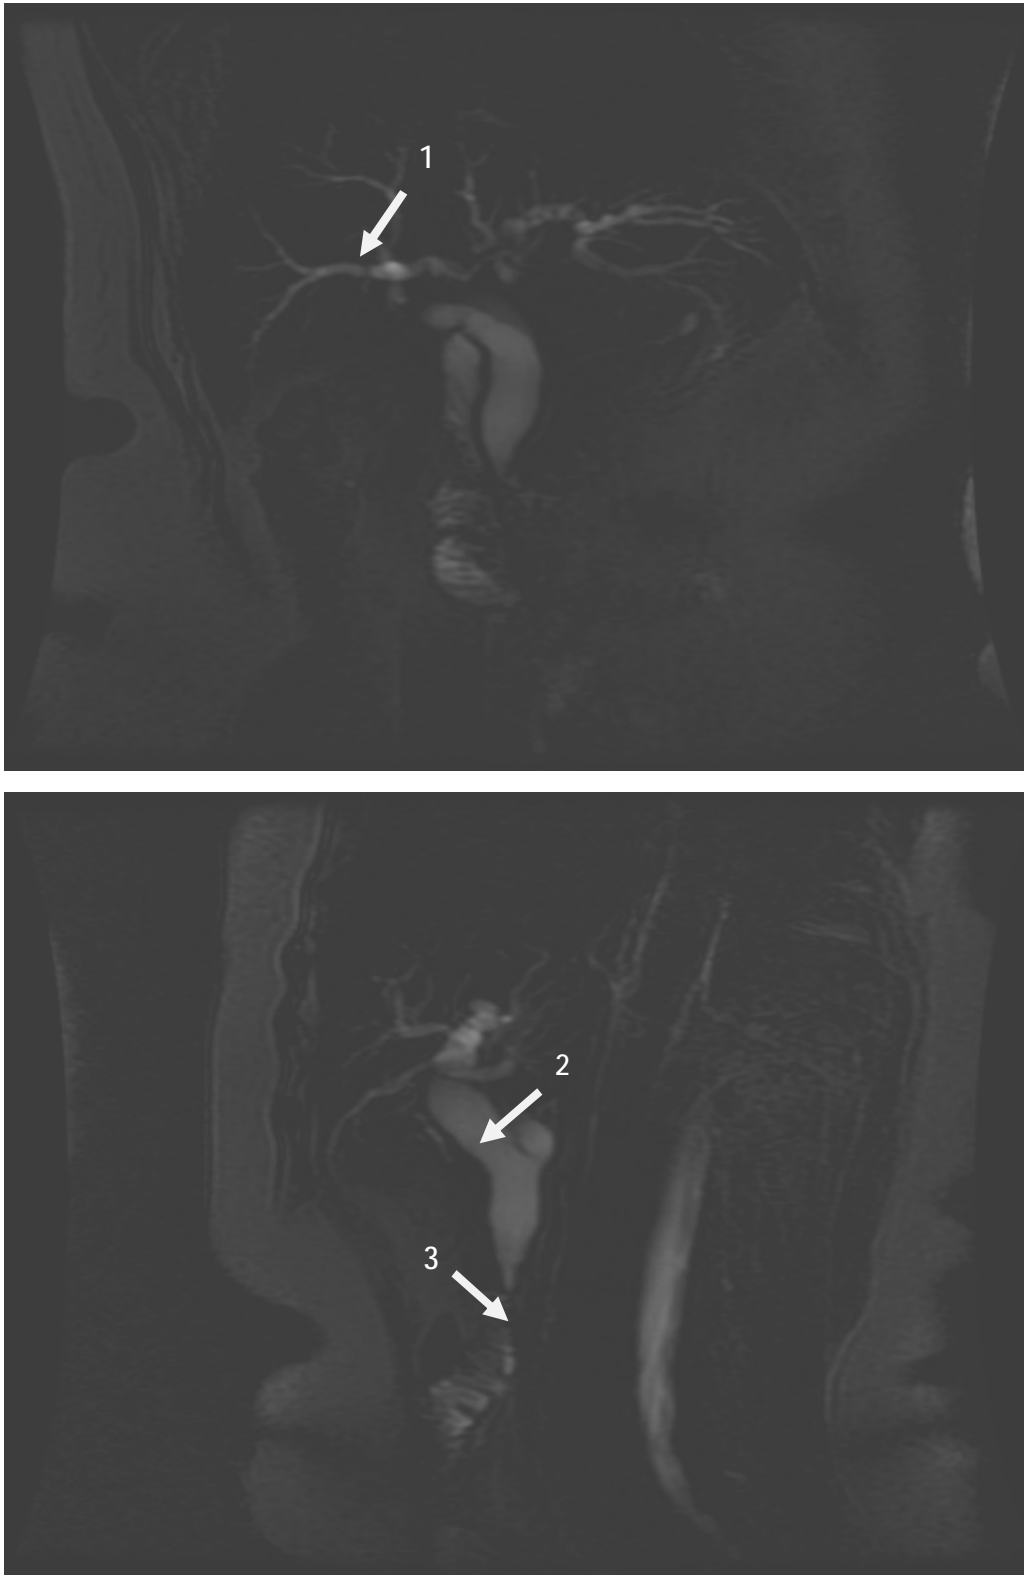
Clichés de Bili-IRM montrant :
